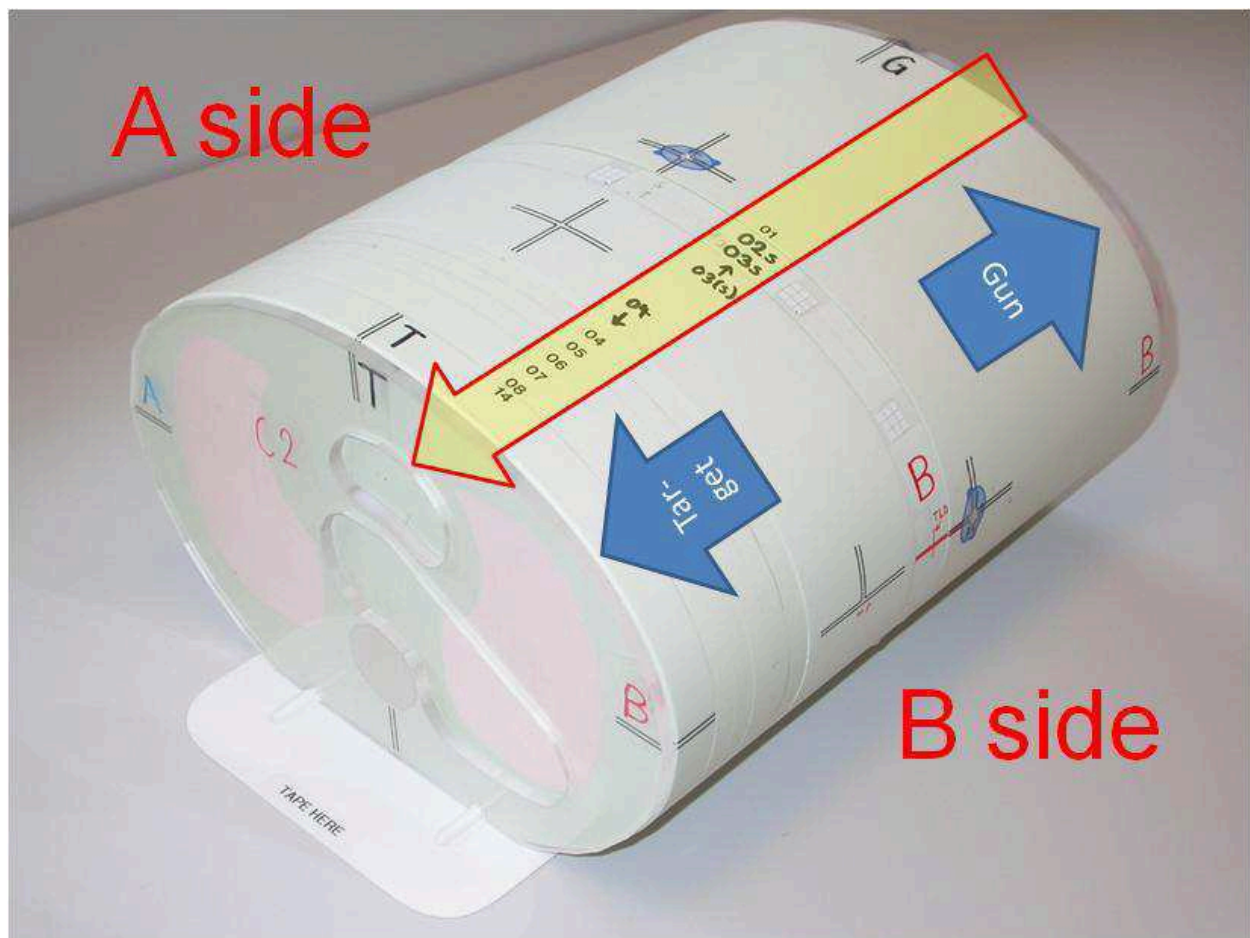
View on the B side of the phantom mounted for the CT acquisition (without strips). All numbers lie on the same side; see transparent arrow.
